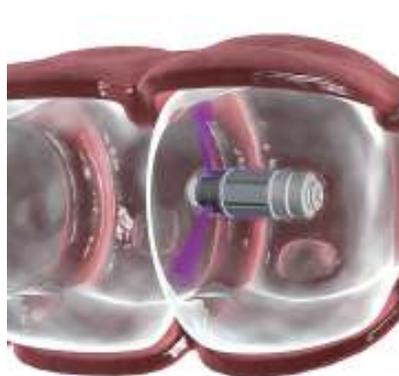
チェックキャップ社の使い捨てカプセルC-Scanは、超低量のX線を用いて360度走査を作成する。この走査は、結腸内容物を透過して、腸層にあるがん性や前がん性のポリープを検出できる。
